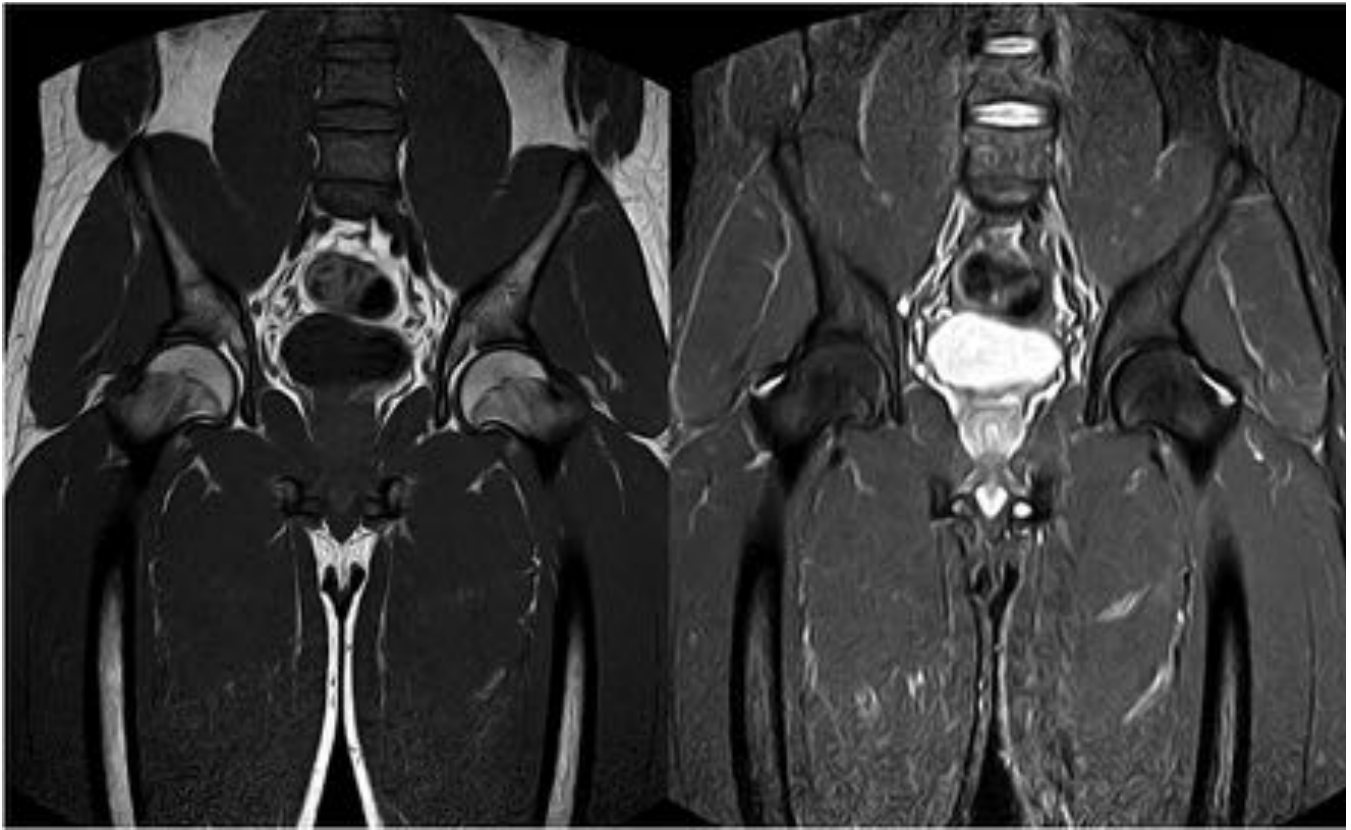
RM en planos coronales T1 y T2IR que corrobora la alteración en la morfología de ambas cabezas femorales con aspecto desplazado, compatibles con secuelas de epifisiolisis, con signos de osteoartrosis secundaria.
